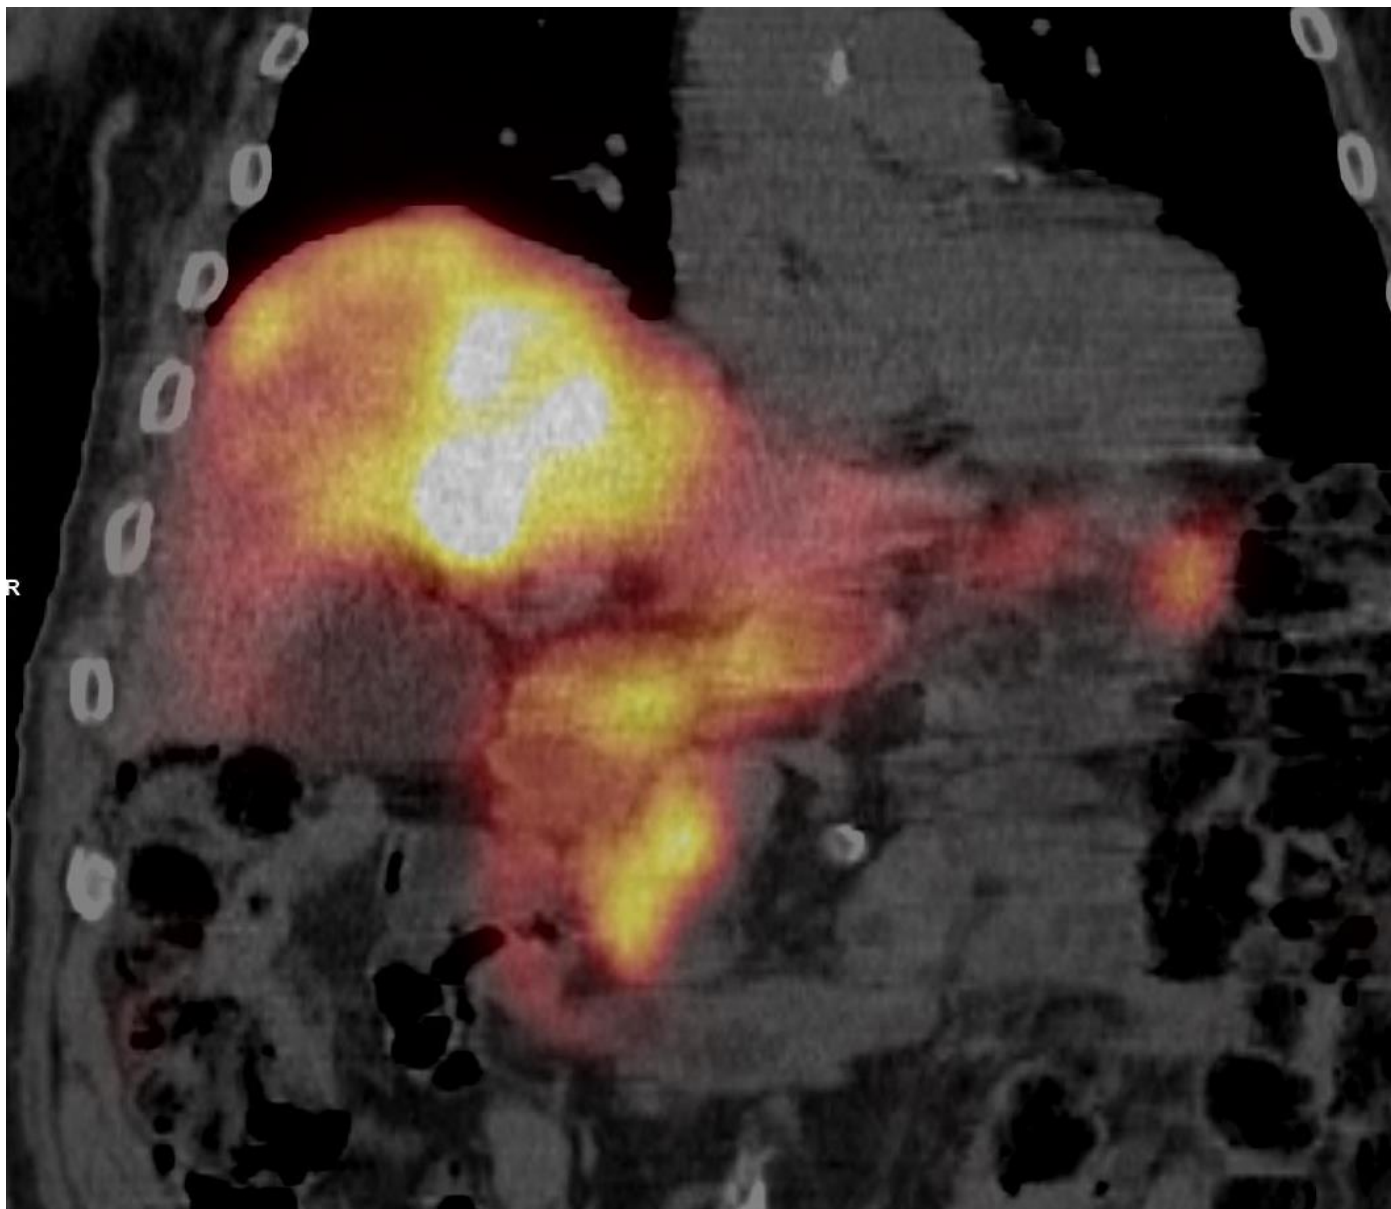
Patient n°38 ; Shunt digestif en SPECT-CT au MAA, accumulation au sein du duodénum, pancréas, estomac.
